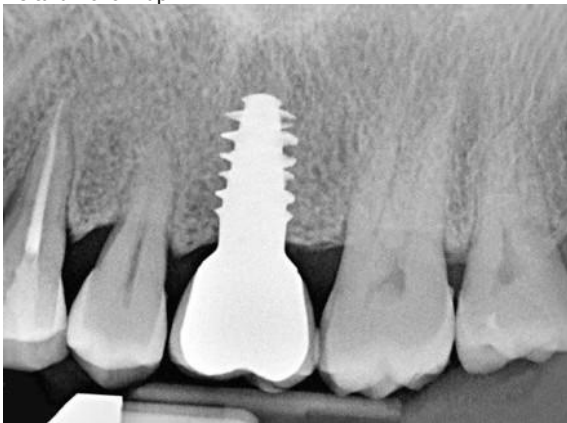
Radiografia periapicale eseguita durante l'ultima visita di follow-up.
